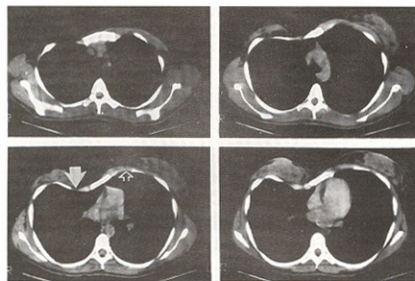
Tomografía computada de una paciente de 24 años con síndrome de Poland. Obsérvese el hundimiento de las costillas del lado afectado (flechas cerradas) y la protrusión del lado contralateral (flechas abiertas). Obsérvese también la hipoplasia mamaria del lado comprometido.
